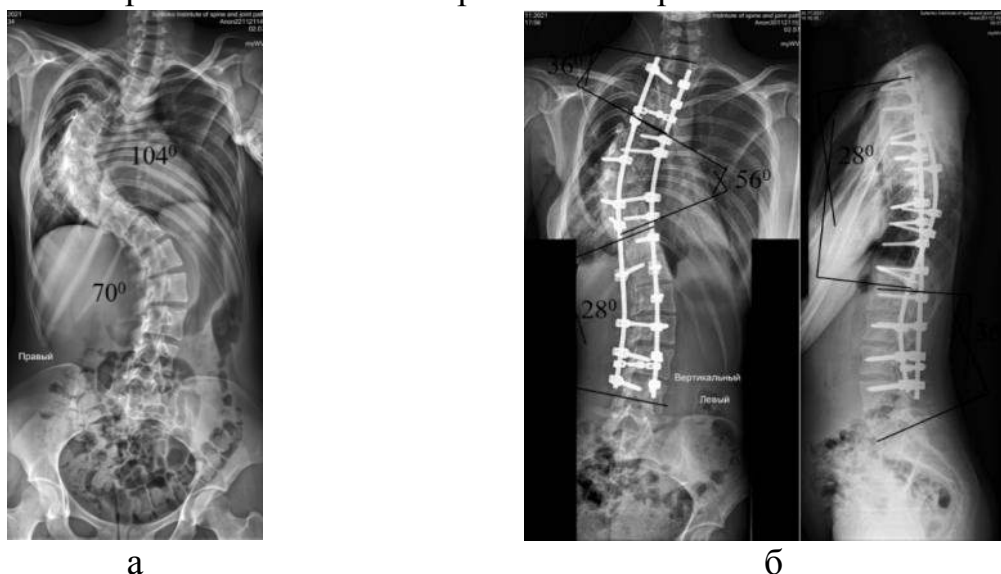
Фотовідбитки рентгенограм хворої К., 29 років, історія хвороби № 97039, хірургічне втручання: а) I етап — передня мобілізація хребта; б) II етап — корекція деформації хребта, фіксація на рівні Th_{II}–L_{IV} транспедикулярною конструкцією
